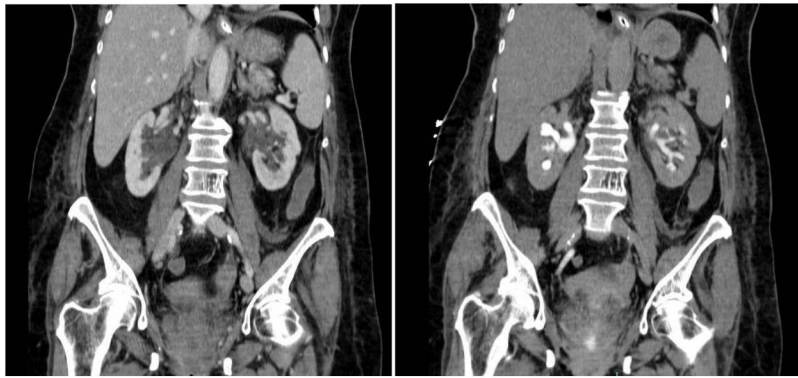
TAC de abdomen a las 96 h de la cirugía.
